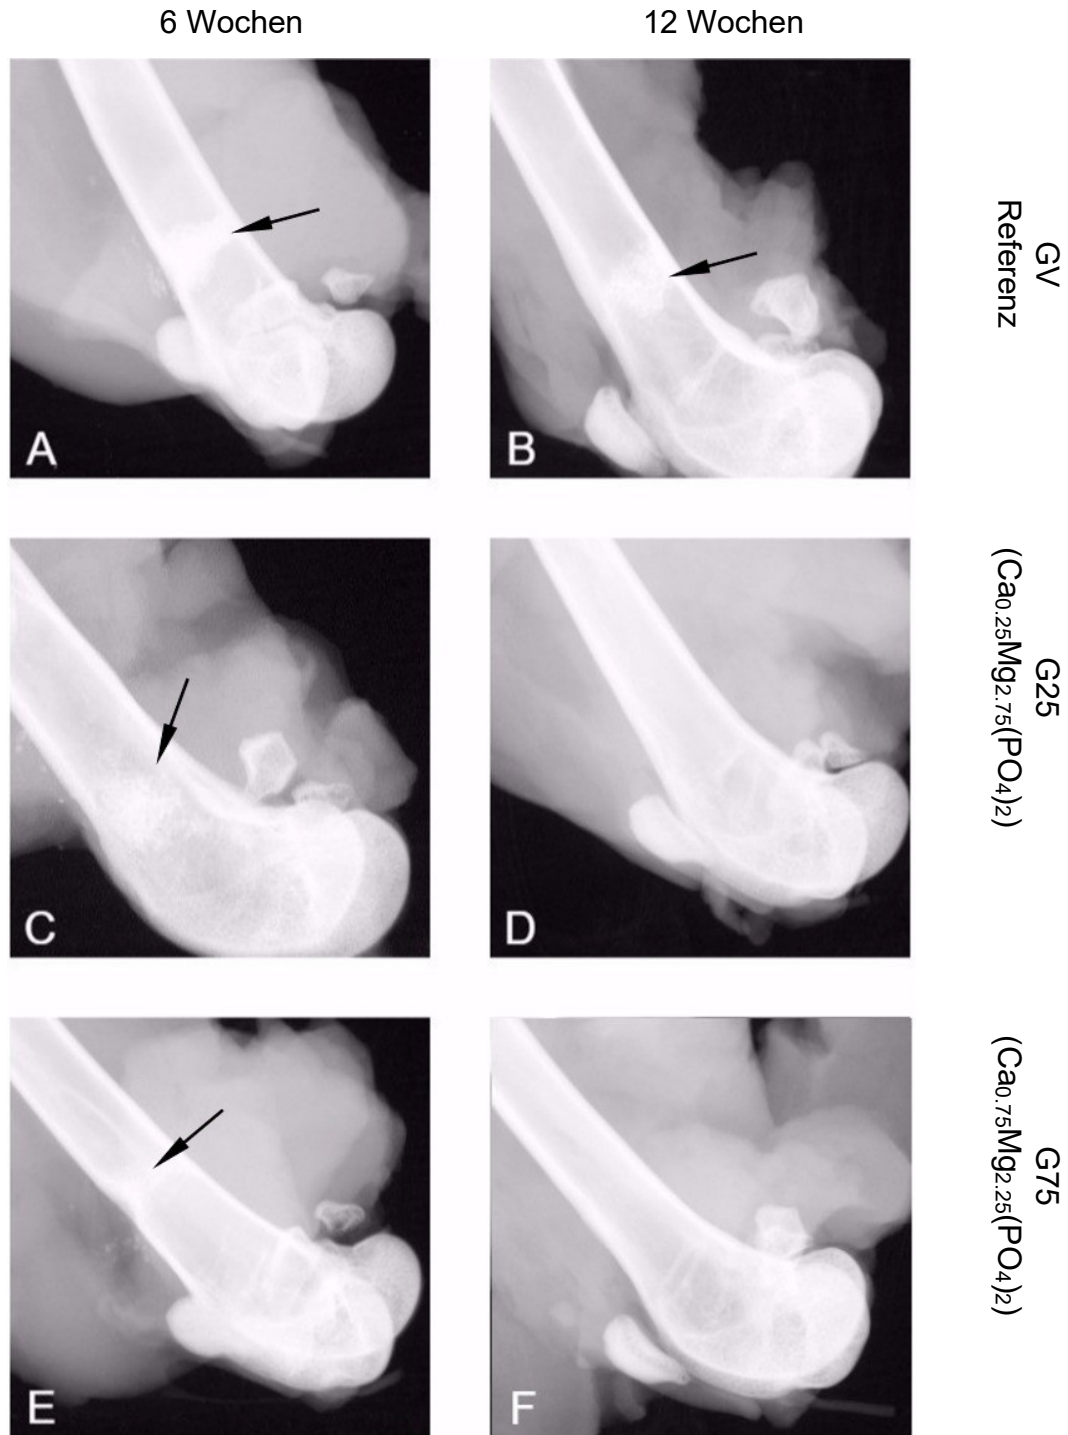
Röntgenaufnahmen Zementgranulate in den Femora direkt nach Explantation
